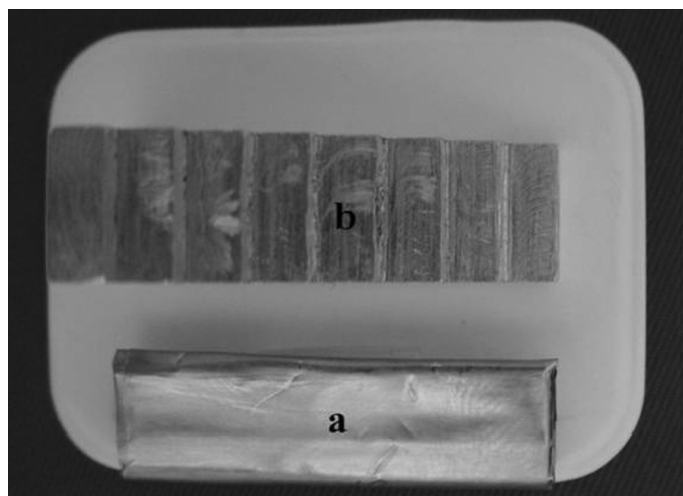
Escala de densidade de alumínio (a) com degraus de 2 a 16mm e placa de 5 mm de chumbo (b) posicionados no filme periapical.
